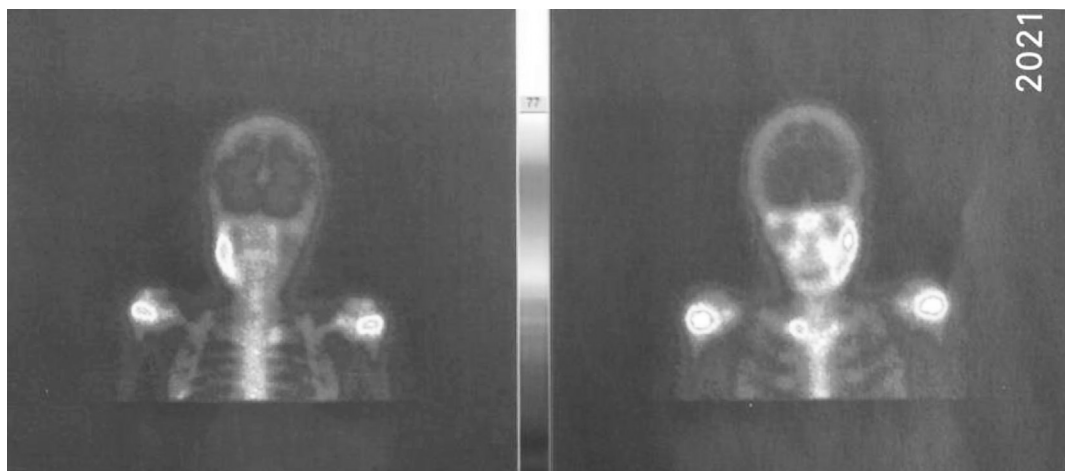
Остеосцинтиграфия ребенка с ХРМО
